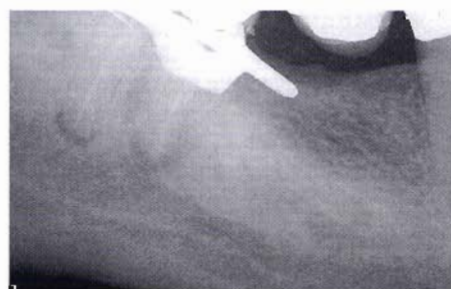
Radiografia della prova del cono: si nota un non corretto posizionamento del cono master all'apice, conseguente alla modificazione dell'anatomia apicale.
